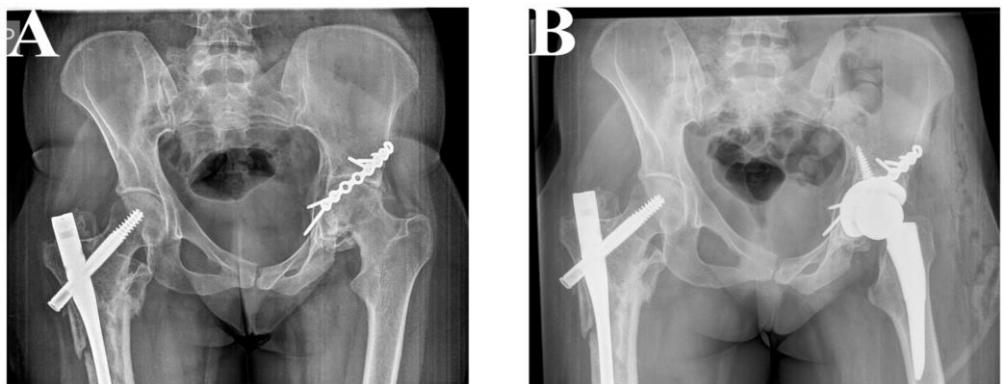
Patient 2. After 18 months of ORIF, X-rays showed post-traumatic hip osteoarthritis (A), and THA (P Pinacle, T Trilock De Puy) was performed using MIS-DAA (B).
